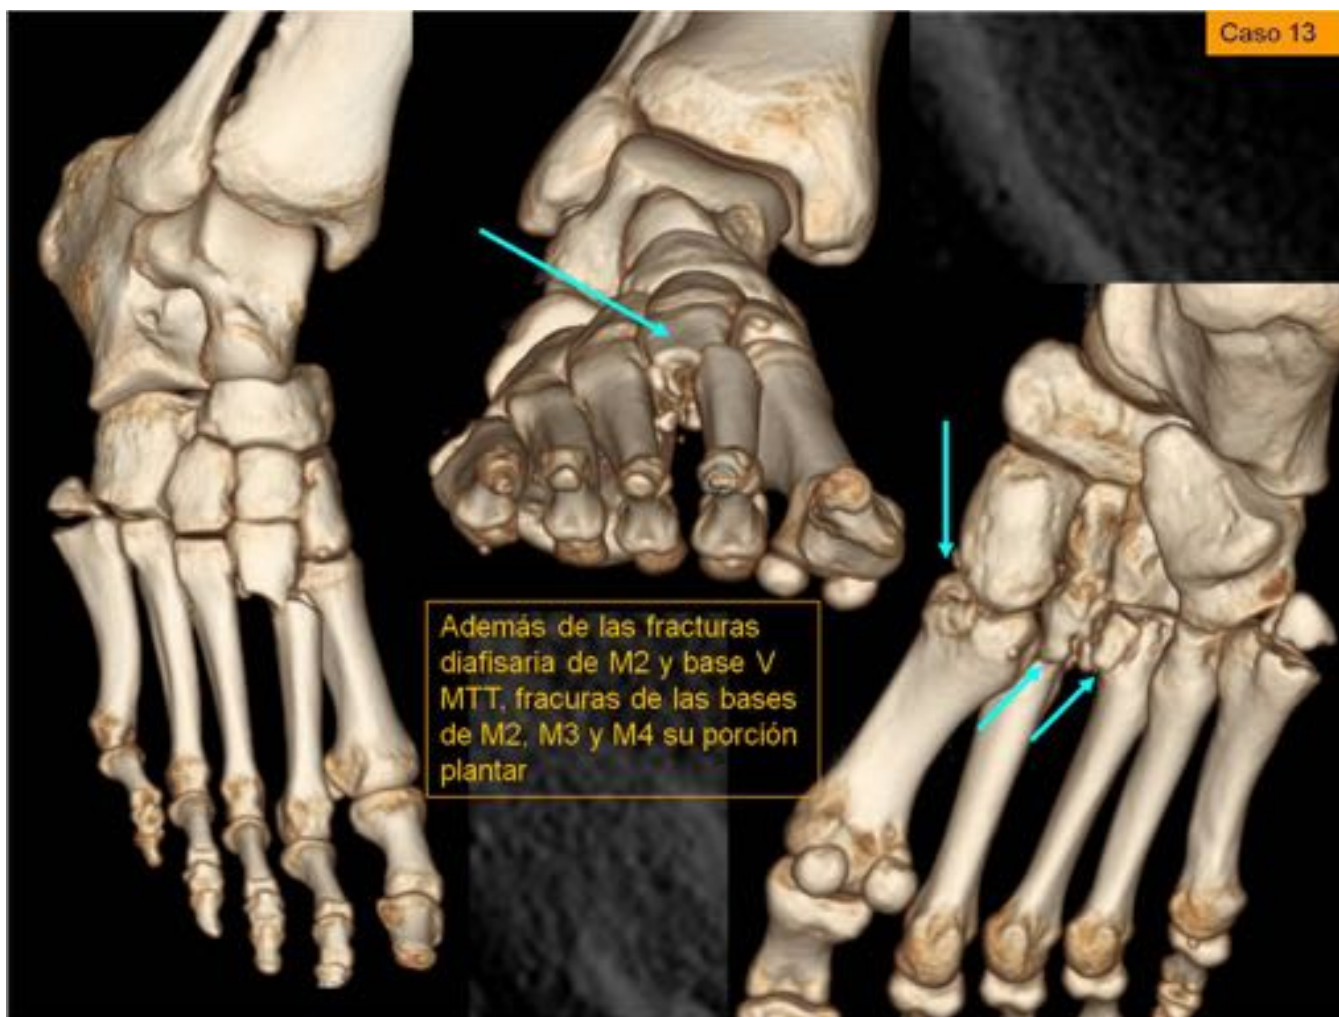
Mismo paciente figuras 30, 31 y 32. TC. Además de las fracturas diafisaria de M2 y base V MTT, fracuras de las bases de M2, M3 y M4 su porción plantar
